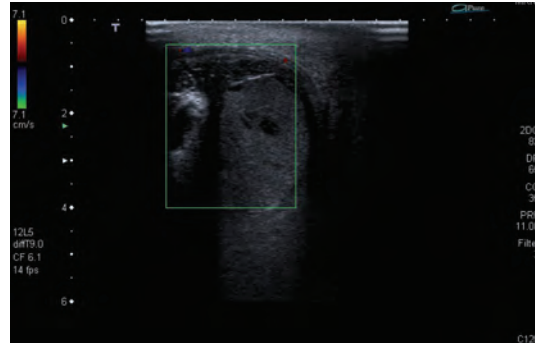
e 132 – O *Doppler Espectral* demonstra a ausência de vascularização do testículo (131) e a presença de vascularização normal no cordão espermático acima da lesão (132).
